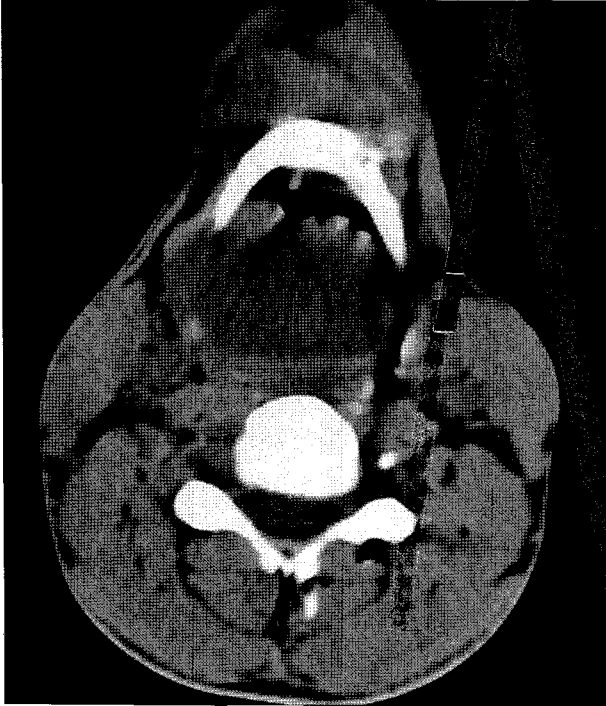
Axial CT scan. Computed Tomographic finding shows 5×4cm well enhanced inhomogeneous mass with irregular margin at right hypopharynx.
